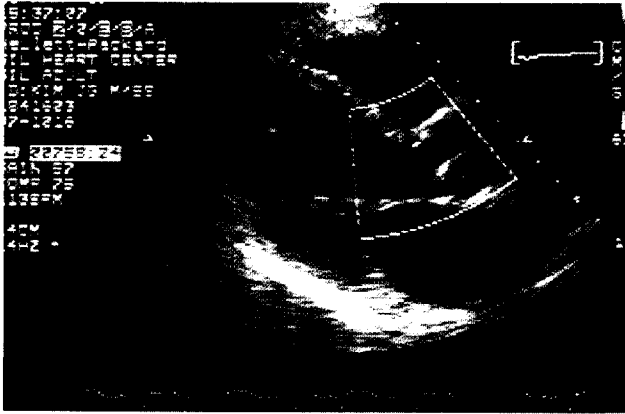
Postoperative echocardiography shows no aortic regurgitation with normal left ventricular function.
